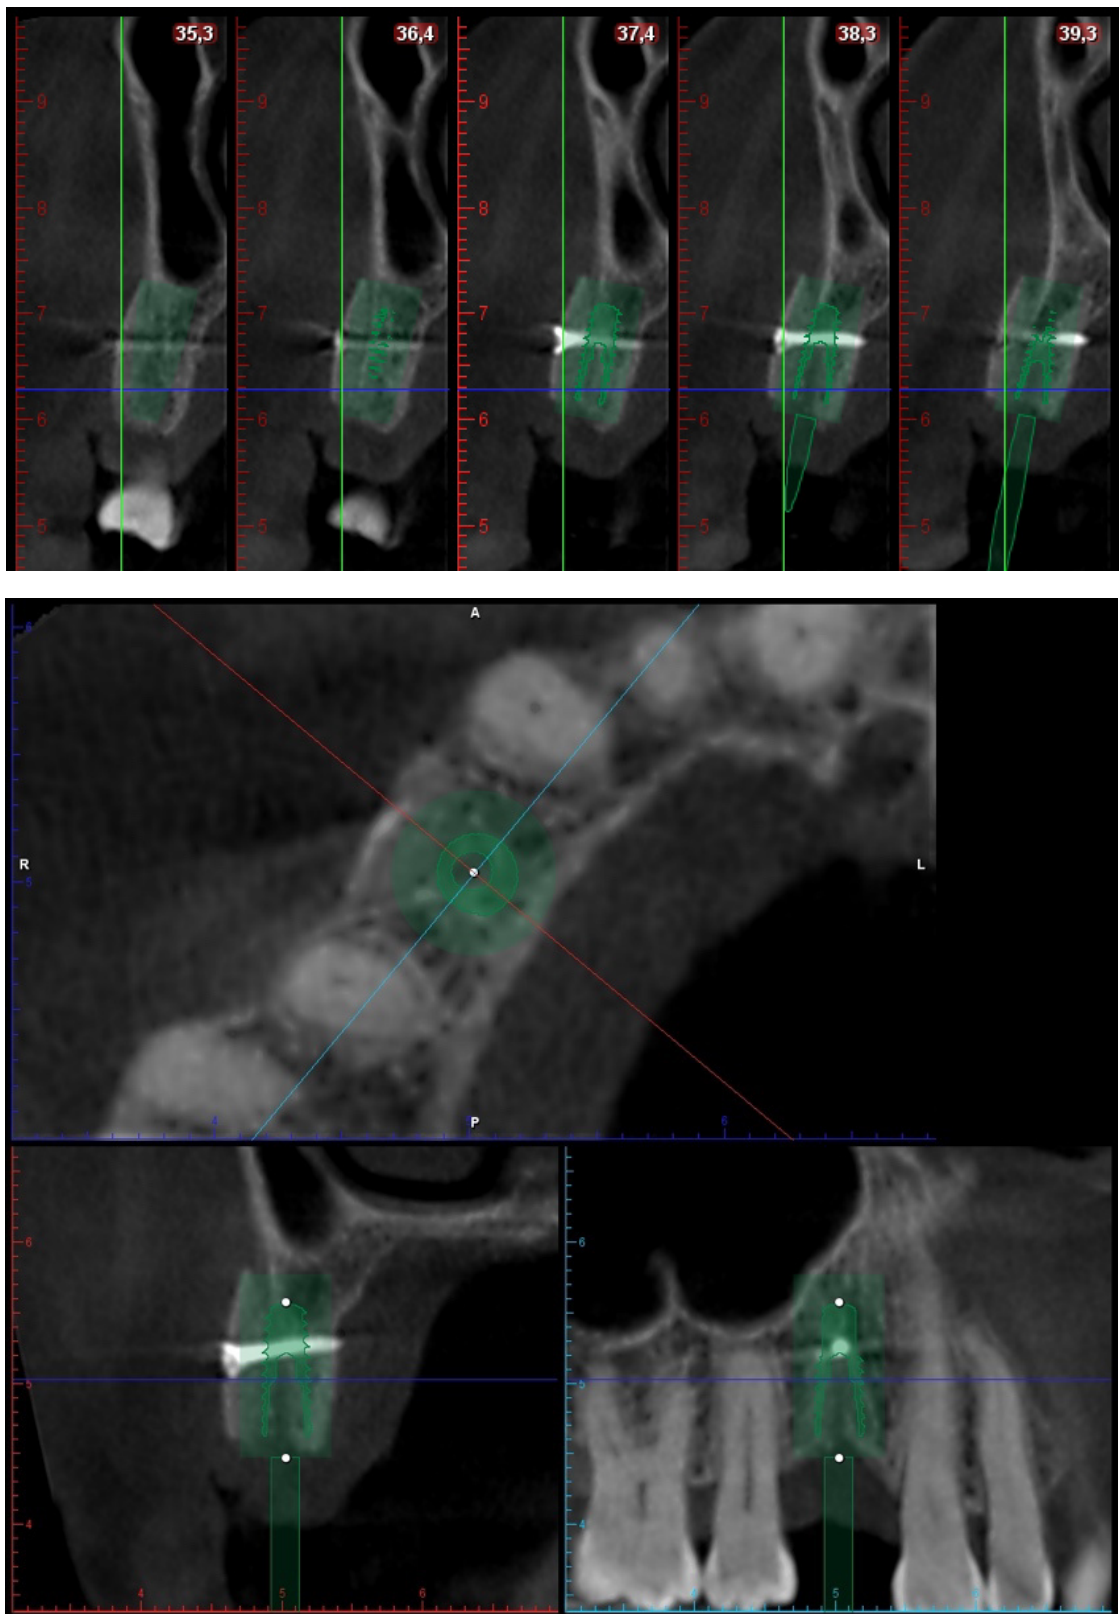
Planification d'un implant Global D InKone 3,5 x 10 mm 3 mois après la ROG (Cone Beam, logiciel Romexis)
